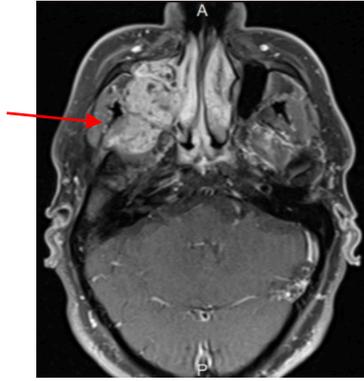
IRM en coupe axiale du même améloblastome (flèche) que la figure 45. (62)
